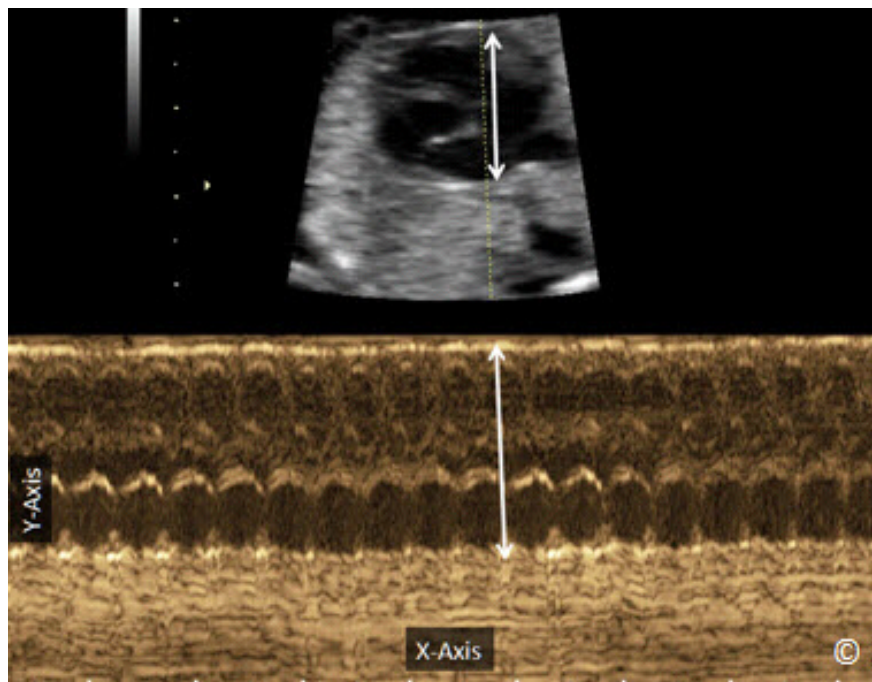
El modo M representado en el corazón del feto durante el segundo trimestre. La pantalla en modo M (en color sepia) corresponde al haz de ultrasonido sencillo (línea discontinua) con el eje X que muestra el tiempo y el eje Y la visualización de profundidad. Observe la visualización del corazón en modo B y el modo M correspondiente mostrado por las flechas de doble cabeza.
